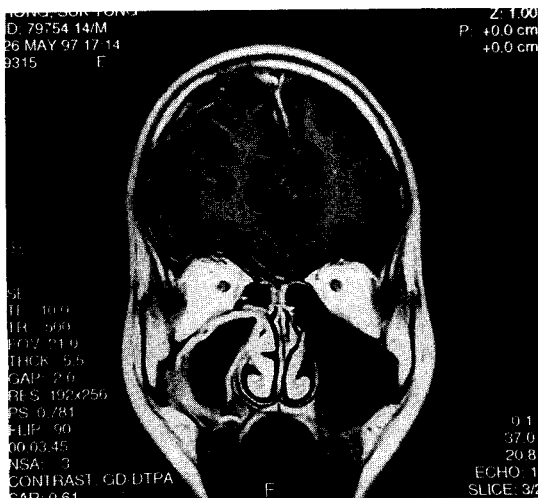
Coronal T1-weighted image, showing in the right frontal lobe with maxillary sinusitis
